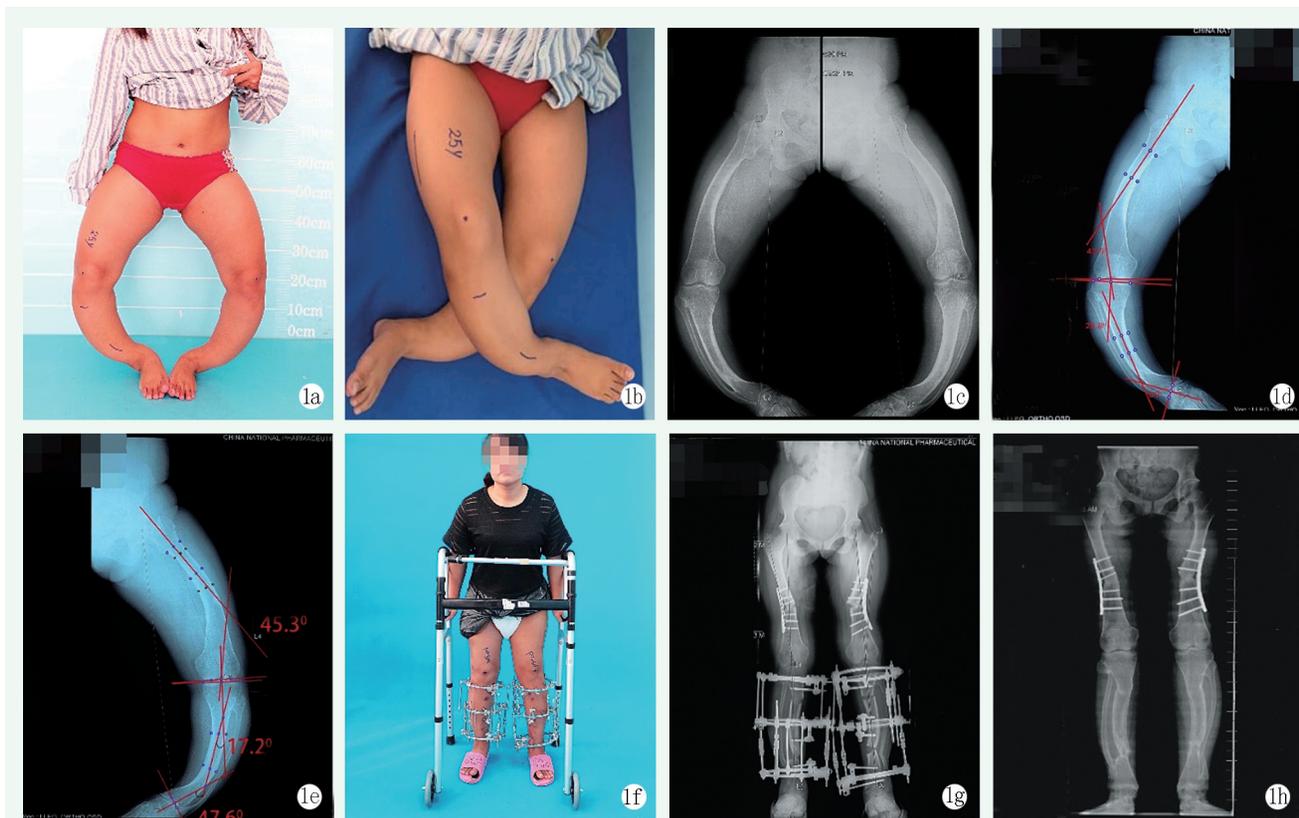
患者，女，25岁。1a, 1b: 站立呈现“O”型腿，非负重位双下肢重度内翻畸形；1c: X线片示双下肢骨弧状弯曲；1d, 1e: 术前测量双侧股骨、胫腓骨畸形成角旋转中心，确定截骨位置；1f, 1g: 股骨外翻截骨后钢板内固定，胫骨截骨后安装环形外固定架；1h: 右腿术后28个月复查，股骨、胫腓骨截骨处骨愈合，双下肢负重力线恢复，患者步态接近常人。
